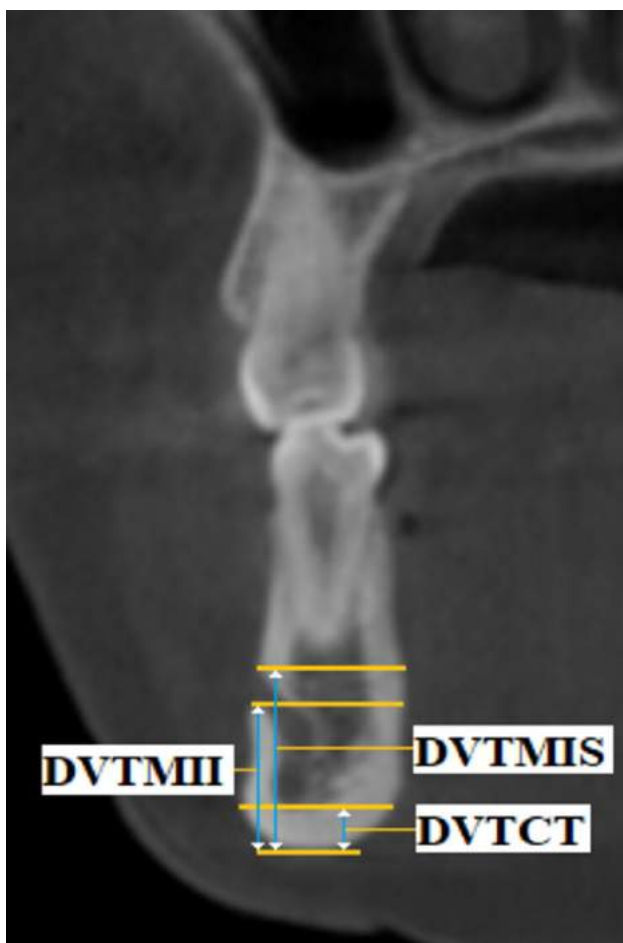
Dental volumetric tomographical radiomorphometric measurements on the cross-sectional images of Iluma-DVT scanner.
